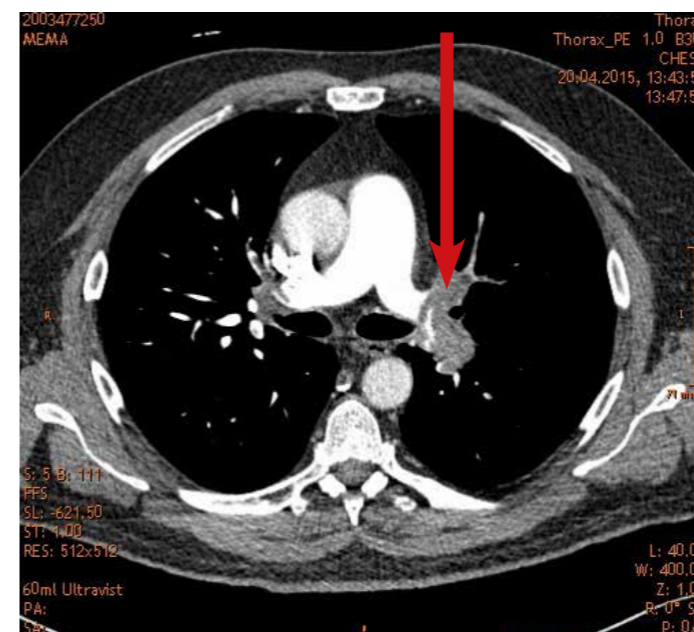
CT Untersuchung der Lunge, man erkennt die Aussparung des Blutflusses (durch Kontrastmittel weiß) aufgrund eines Gerinnsels (Pfeil).
